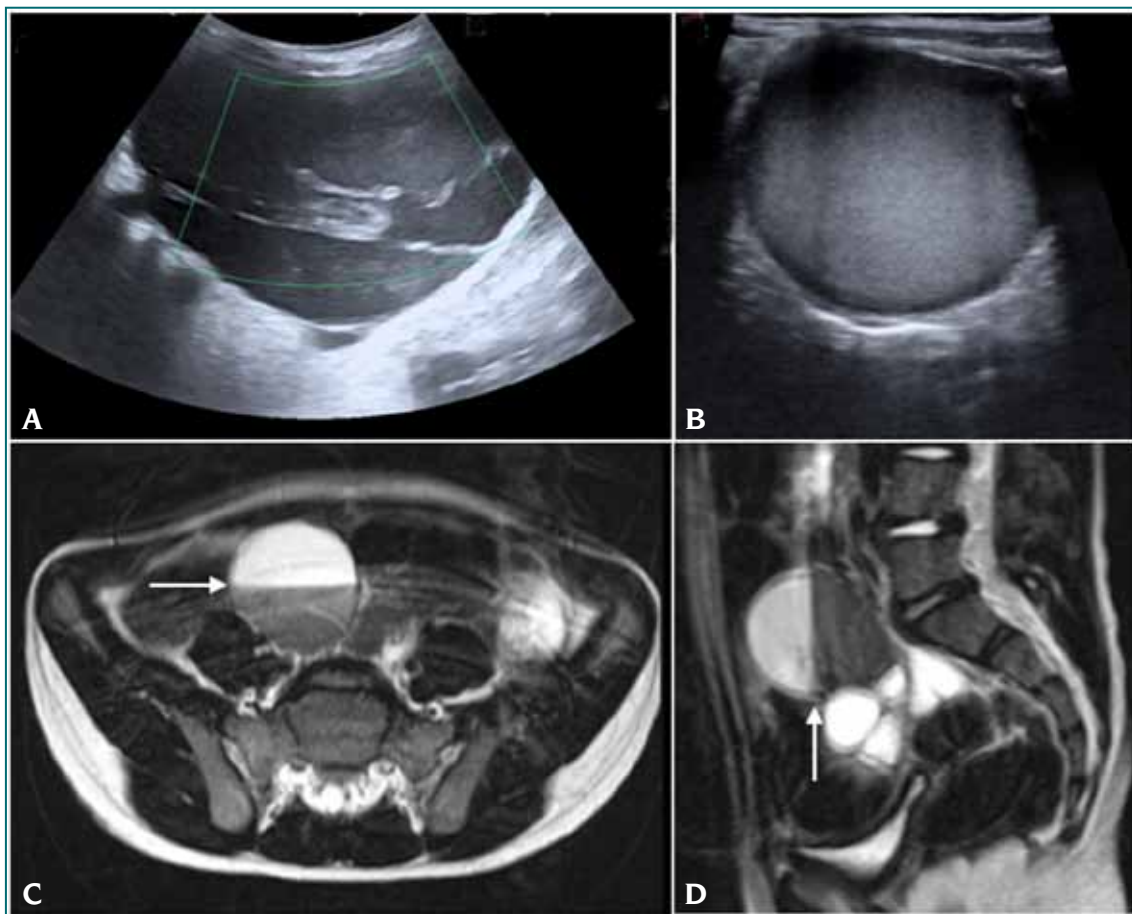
A. Ecografía abdominal de malformación linfática macroquística, B. muestra quiste con contenido hemático (*). C y D: Resonancia de abdomen T2 corte axial y sagital, se observa la misma lesión quística con nivel líquido-líquido (flecha).
